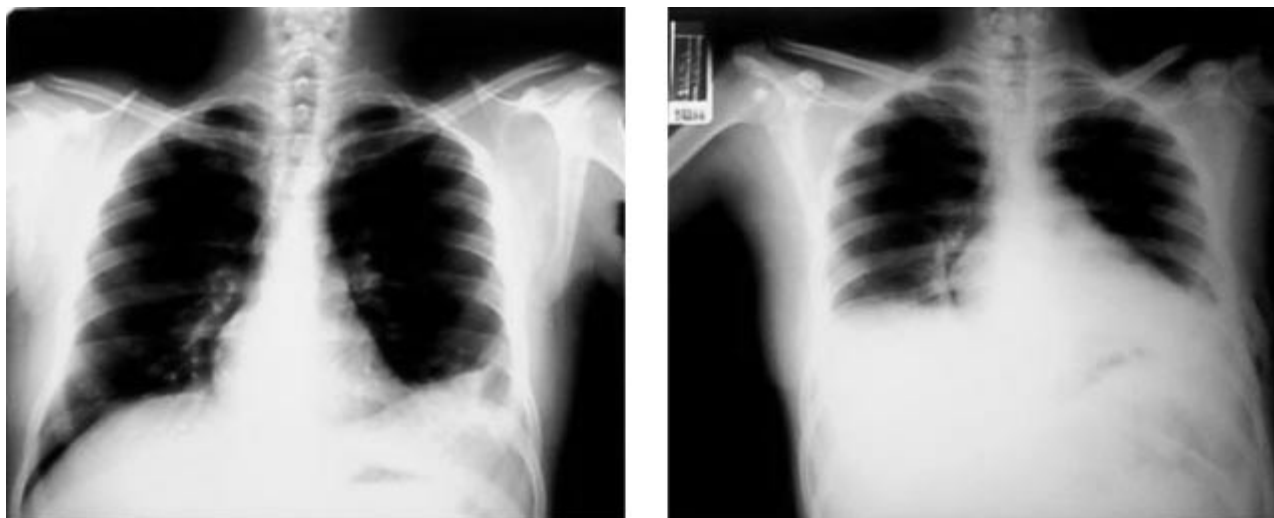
A. Radiografía al ingreso B. A los 30 minutos. Nótese ensanchamiento de silueta cardíaca.
